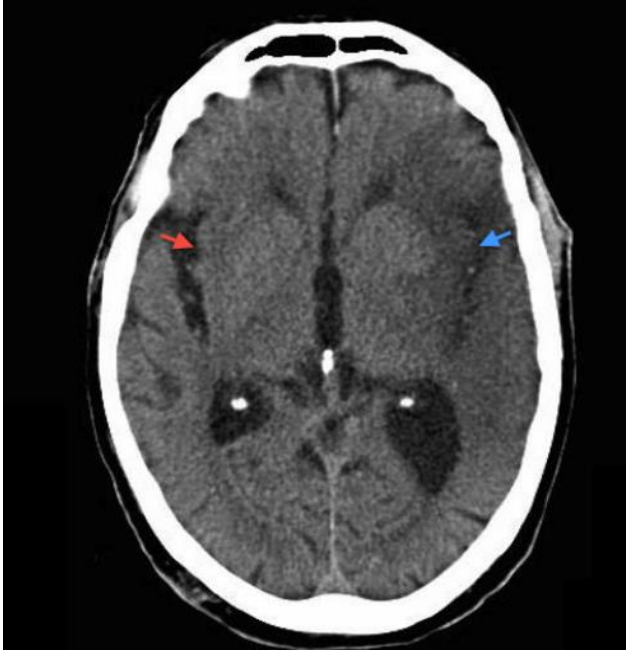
Shenja te ishemise, shiriti insular ne CT
